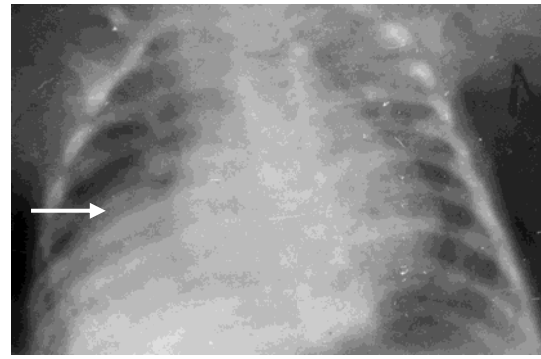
Оглядова рентгенограма грудної клітки хлопчика К. віком 7 місяців (іст. хвороби № 1901) з аномалією відгалуження ПГС та релаксацією правого куполу діафрагми. Двобічна вогнищева пневмонія, правобічна обструктивна емфізема. Правий купол діафрагми розташований високо (стрілка)
